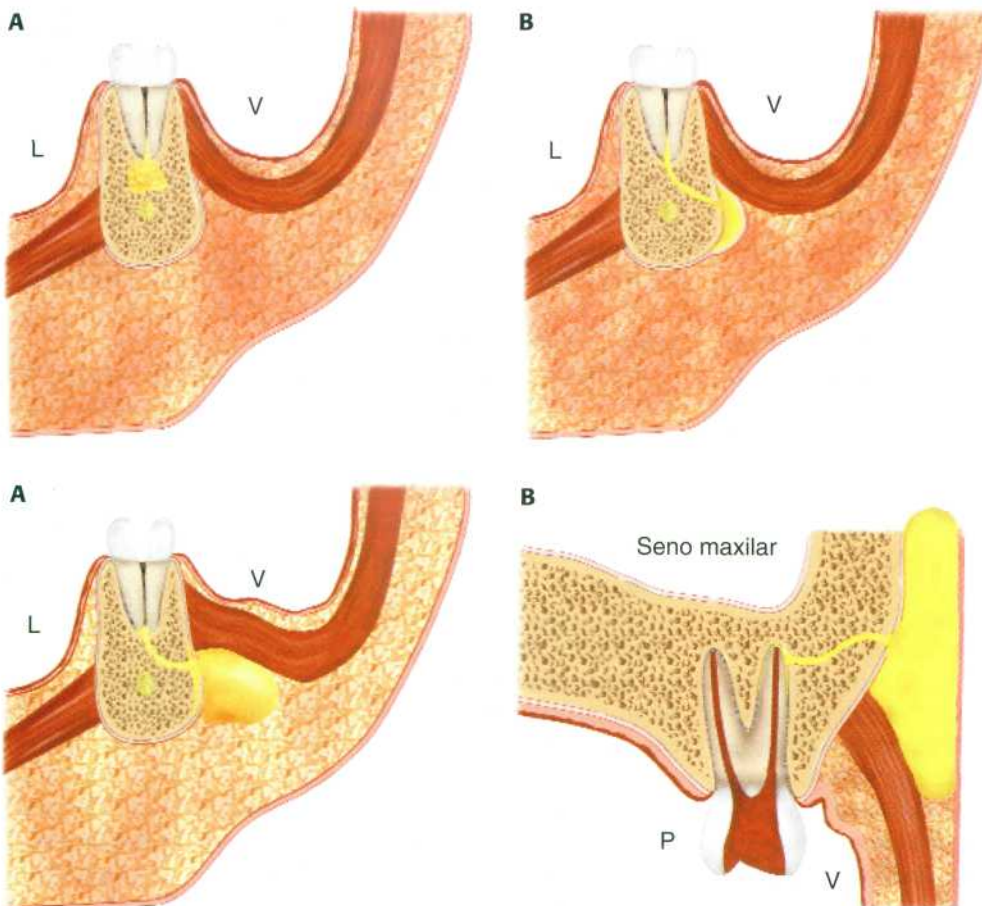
(A) Absceso periapical o periodontitis apical aguda. (B) Absceso subperióstico.
